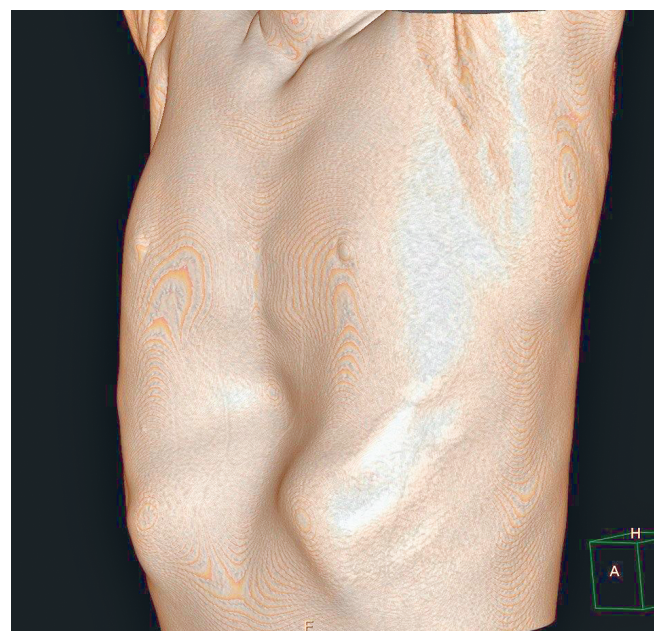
3D-реконструкция компьютерной томографии воронкообразной деформации грудной клетки с тканевым фильтром «Skin» (Малеков Д.А., 2024)
